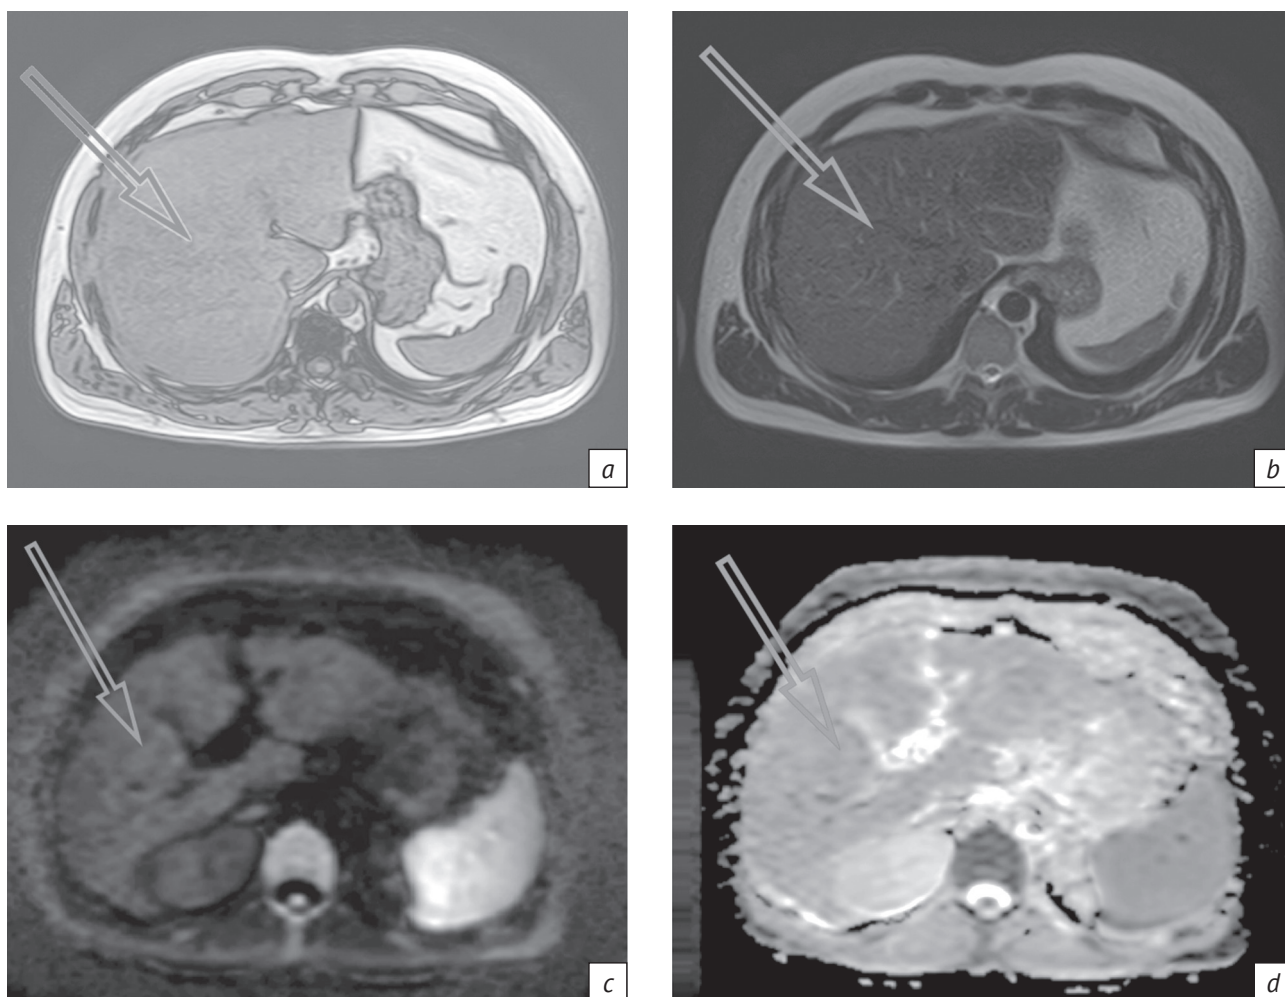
Пациент Д., 44 года, МРТ органов брюшной полости:
